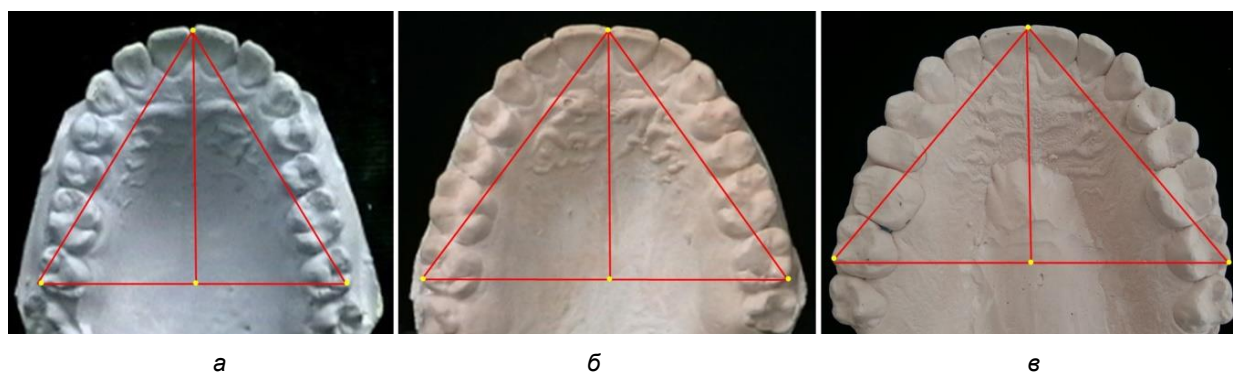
Особенности диагностических треугольников зубных дуг верхней челюсти протрузионного (а), мезотрузионного (б) и ретрузионного (в) типов
